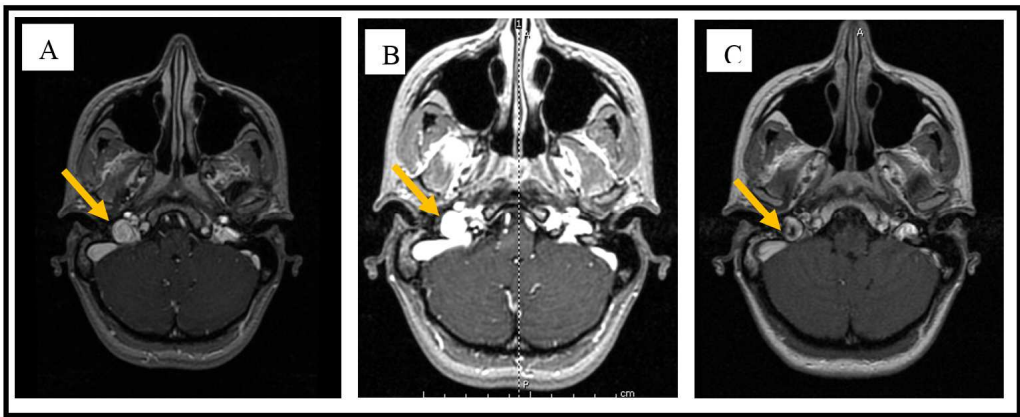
Imagens de angioressonância magnética com evidência de proeminente bulbo da jugular à direita (seta amarela).
